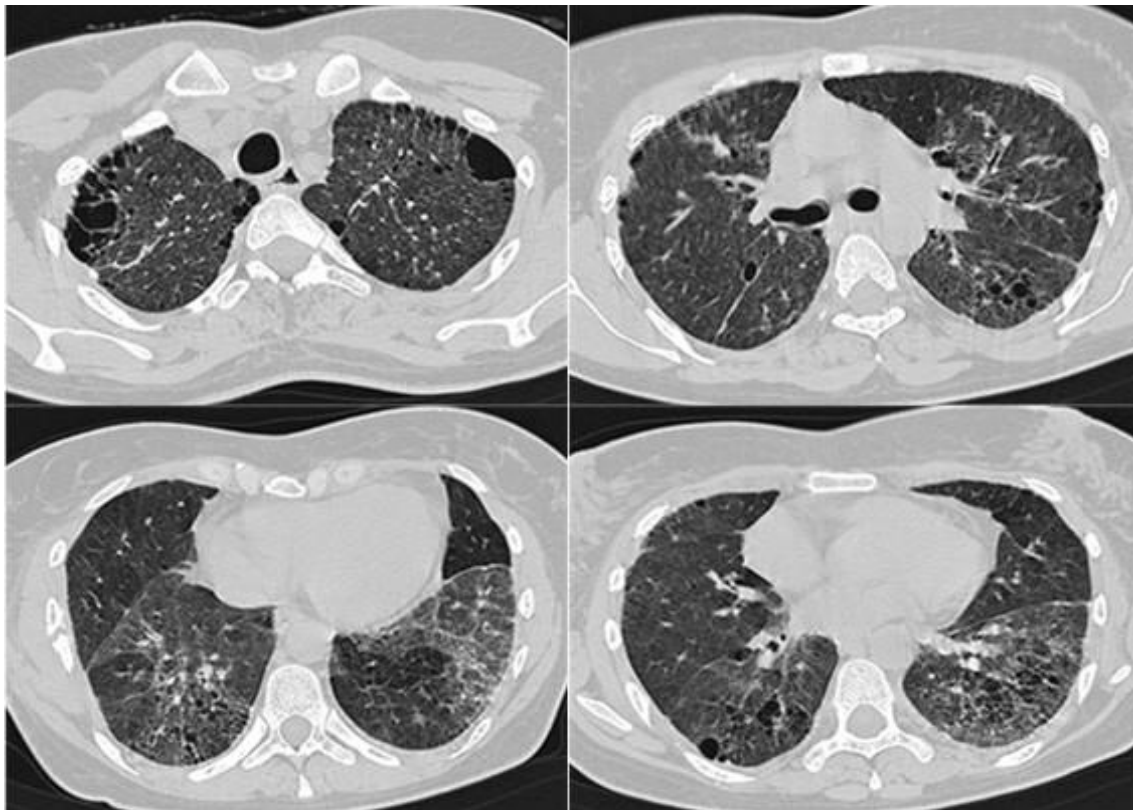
HRCT-Bilder einer 41-jährigen Patientin mit uILD (September 2010).
